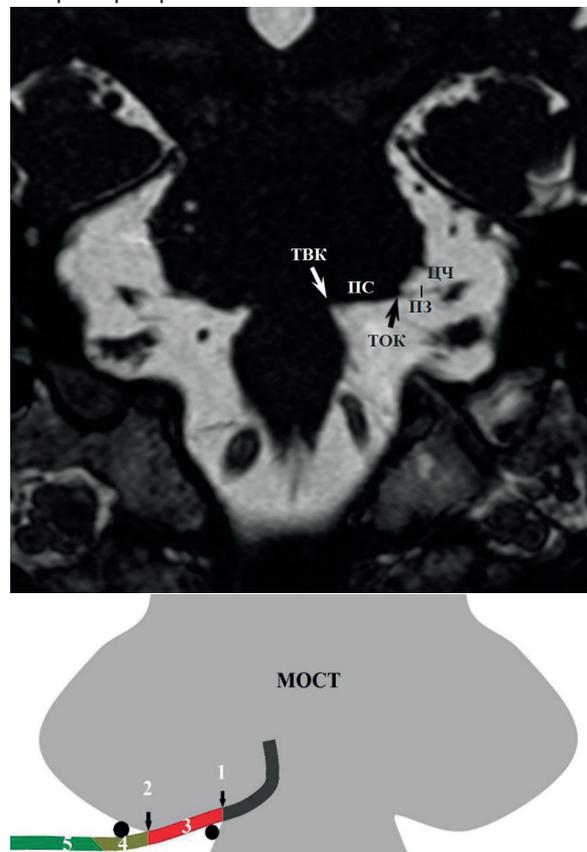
Анатомия лицевого нерва. На фронтальном МРТ изображении, в режиме FIESTA показано предполагаемое местоположение точки выхода корешка (ТВК, белая стрелка), прикрепленного сегмента (ПС) вдоль нижней поверхности моста и точки отслоения корешка (ТОК, черная стрелка). Длина переходной зоны (ПЗ) около 3–4 мм. Цистернальная часть (ЦЧ) лицевого нерва проходит латерально по направлению к слуховому отверстию.
